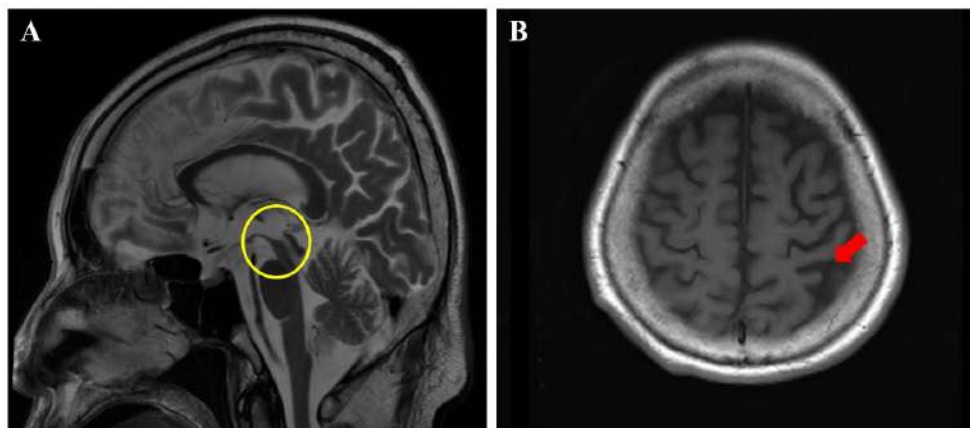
Characteristic findings in Magnetic resonance imaging of PSP and CBD. (A) T2 sagittal image shows severe mid-brain atrophy in PSP patient (yellow circle). (B) T1 axial image reveals asymmetric parietal cortex atrophy in CBD patient (red arrow).
